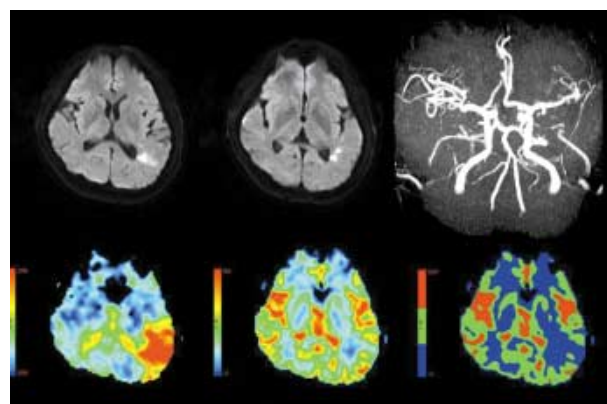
Brain MRI of the patient. Diffusion-weighted MRI (left and middle, upper) shows an infarct in the subcortical parietal area of the left hemisphere. The inferior division of the left MCA is occluded on MR head-angiogram (right, upper). Perfusion-weighted MRI (lower) shows a larger area of perfusion deficit, suggesting diffusion-perfusion mismatch in the parietal area of the left MCA territory (from left to right: meant time to transit map, blood flow map and blood volume map).
